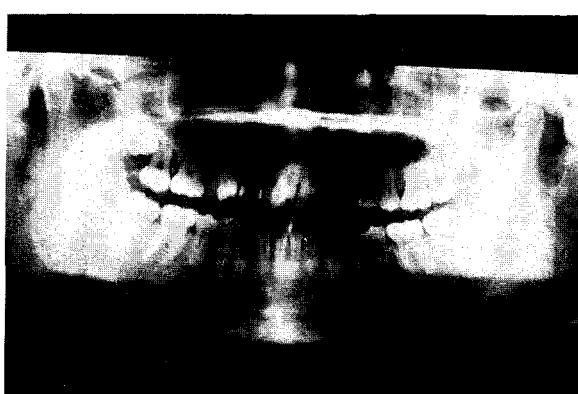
A. 치료전 orthopantomogram.
